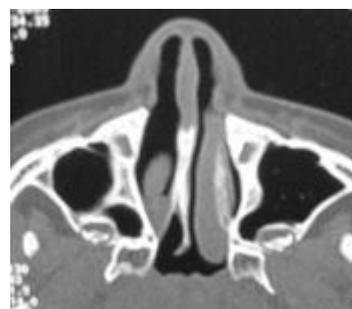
TDM : atrésie choanale droite osseuse
